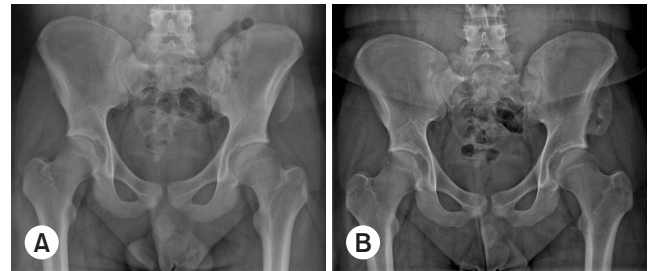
A 17-year-old male patient presented to the emergency department with sudden pelvic pain while running. (A) Radiograph of the patient's pelvis reveals an avulsion fracture at the left anterior superior iliac spine. (B) Conservative treatment was administered, resulting in healing with anterior displacement but union of the fracture.
